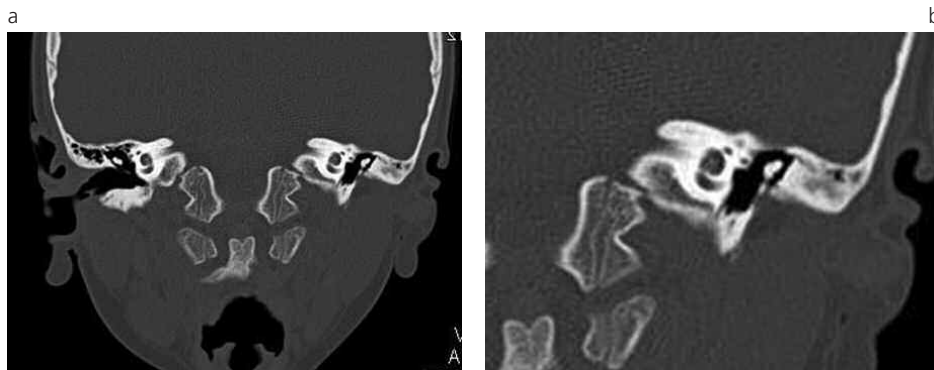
TC corte coronal de peñascos de un paciente de 5 años con atresia membranosa de conducto auditivo externo, asociada a dismorfia de pabellón auricular.
